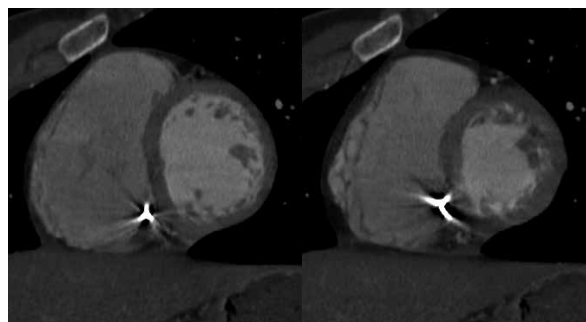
Tomografia cardíaca - demonstração da função do VD, mostrando as fases diastólica (A) e sistólica (B) finais. Nas setas (brancas), observa-se área de discinesia anterolateral
